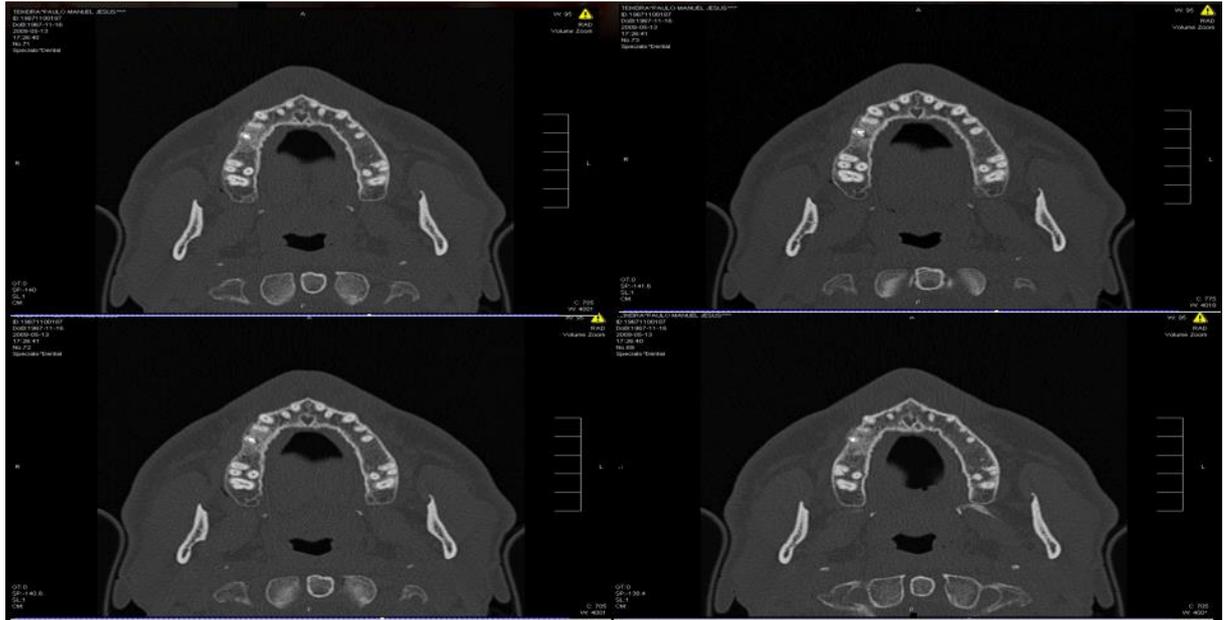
Cortes transversais de tomografia axial computadorizada, 3 meses após cirurgia.
